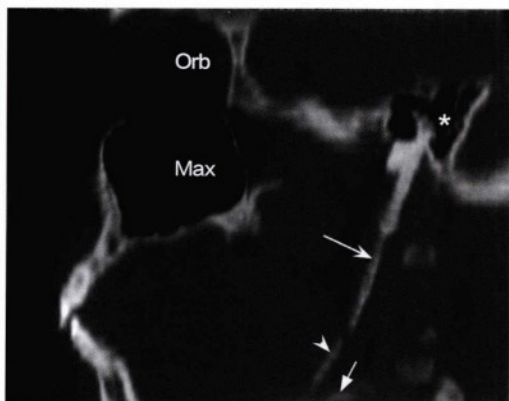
同一患者经上颌窦（Max）、眶（Orb）及颞骨的旁矢状面CT影像。显示起源于气化乳突（星号）的茎突（凹箭头）及骨化或钙化的茎突舌骨肌韧带（无尾箭头）延伸至舌骨水平（直箭头）。该患者被证实患有Eagle综合征。
